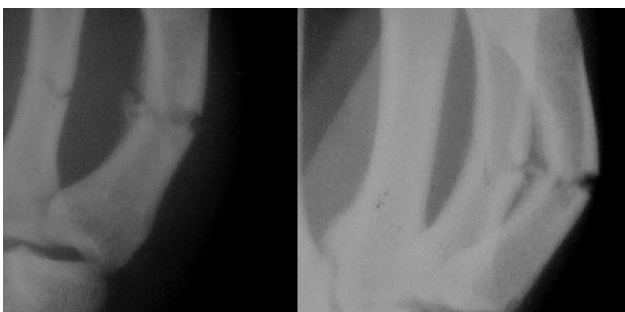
Фрагменты рентгенограмм кисти в прямой и боковой проекциях больного Ч., 16 лет. Неправильно срастающийся перелом IV-V пястных костей правой кисти
